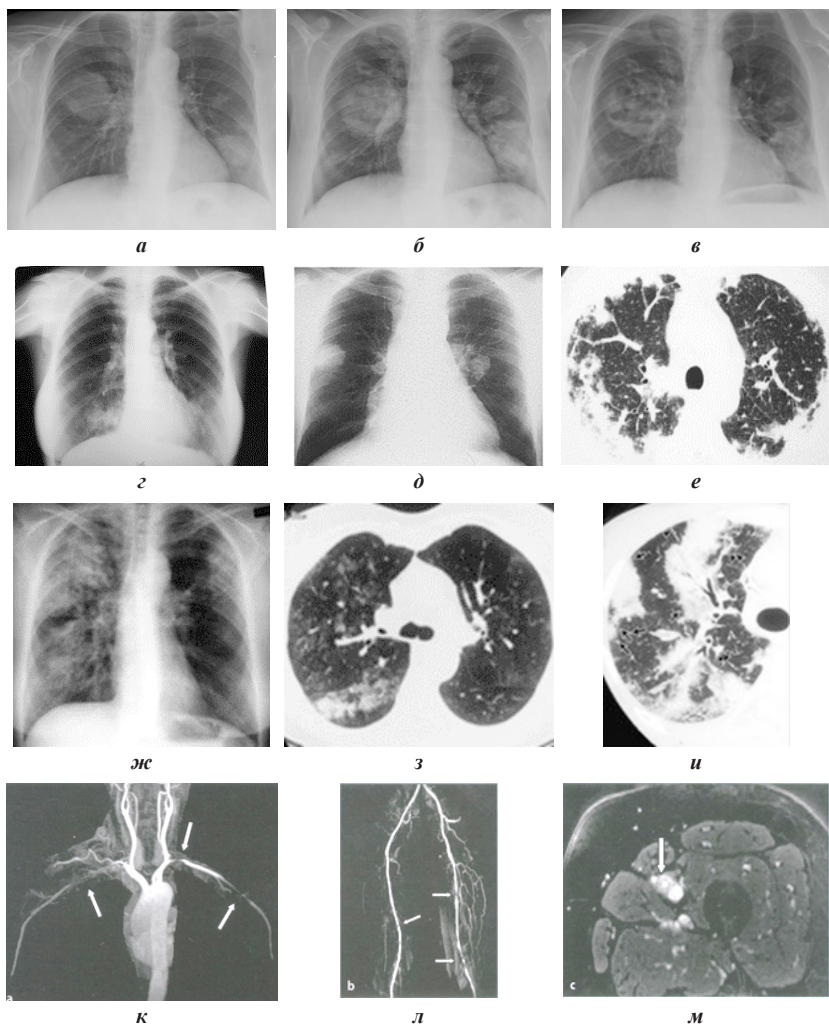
Рентгенограммы органов грудной клетки пациентов с СВ:
